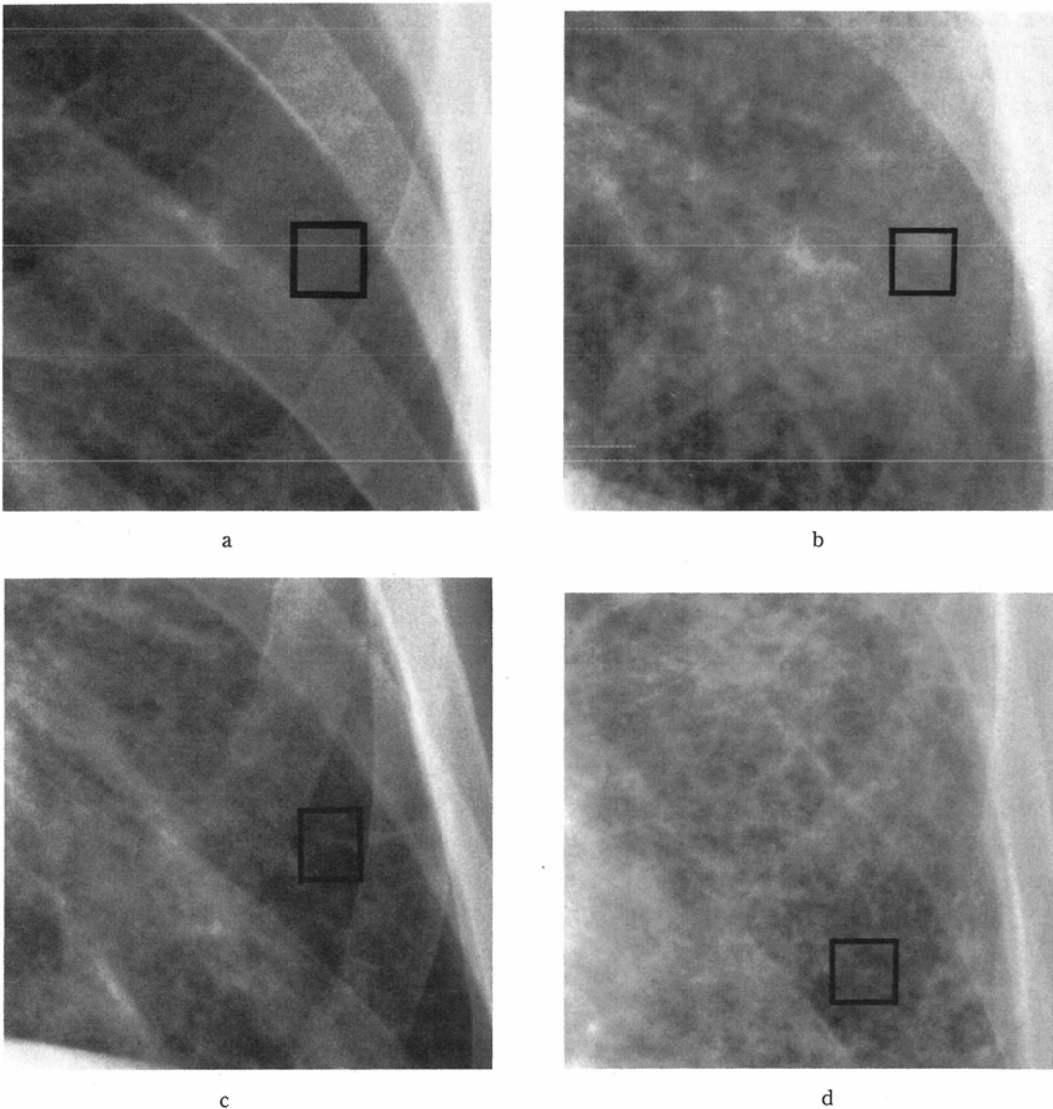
Enlarged chest radiographs of (a) normal lung and abnormal lungs with (b) nodular, (c) reticular, and (d) honeycomb patterns.
